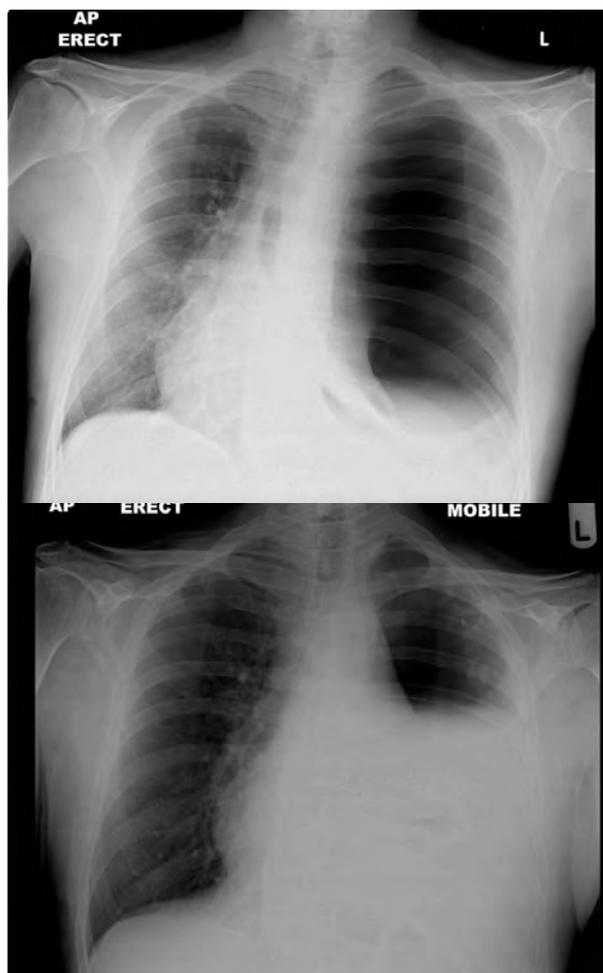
Radiografía de tórax en el momento de la admisión del paciente (arriba) que muestra un neumotórax a tensión en el pulmón izquierdo, y radiografía (abajo) tras la resolución del neumotórax y la ocupación del espacio por el derrame pleural.
